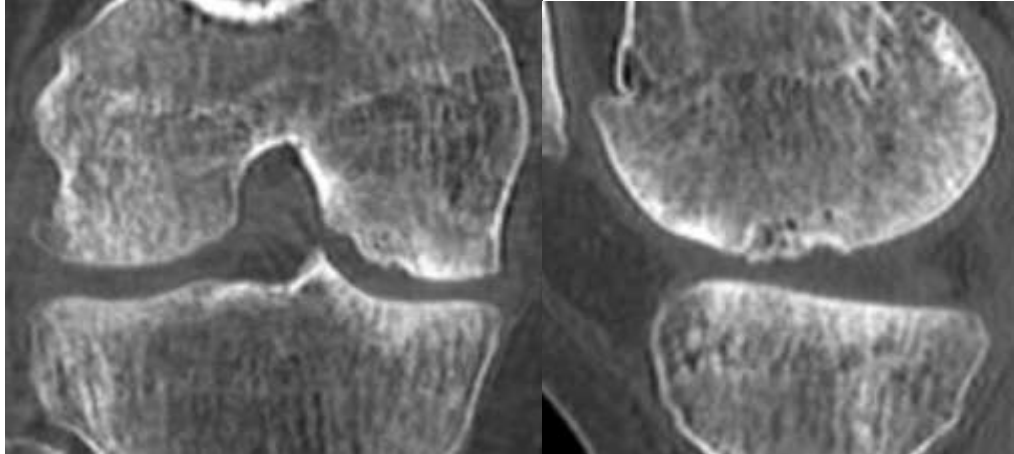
Рисунок №50. КТ правого коленного сустава пациента А. через 12 месяцев с момента операции (слева – фронтальная проекция, справа – сагиттальная).
